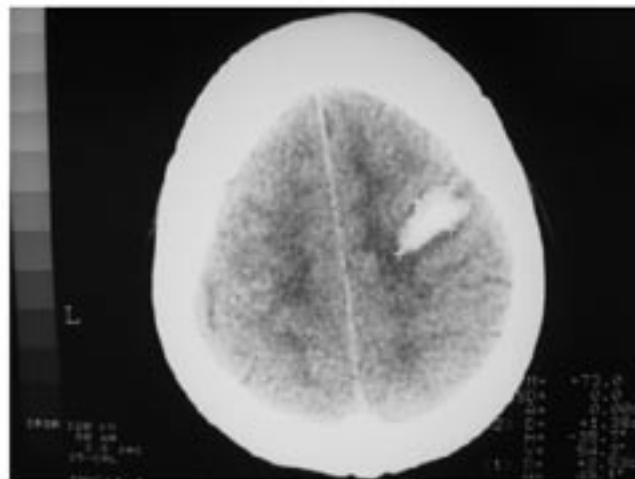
КТ больной А., 61 года с геморрагическим инсультом
